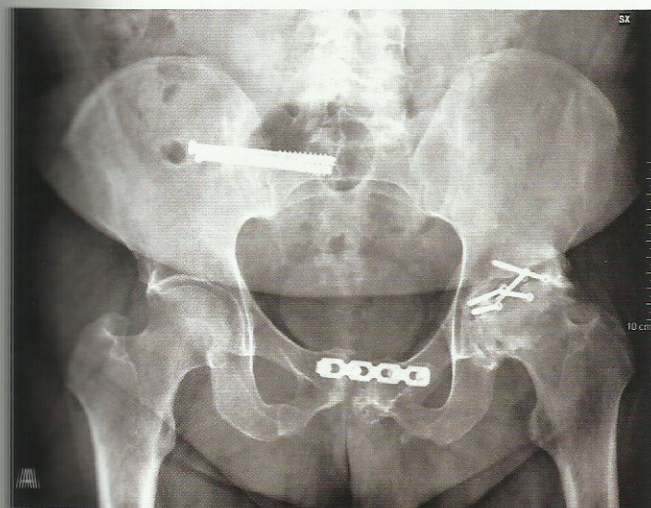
(A) Esame radiografico del bacino e delle anche di un paziente di 55 anni con esiti di frattura della parete posteriore dell'acetabolo di sinistra, disgiunzione della sinfisi pubica e dell'articolazione sacro-iliaca di destra. L'articolazione coxo-femorale mostra una grave degenerazione artrosica post-traumatica. (B) Esame radiografico dell'anca sinistra dopo rimozione dei mezzi di sintesi acetabolari e posizionamento di un'artroprotesi.
